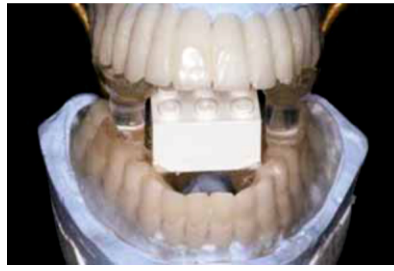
Рентгенографические шаблоны установленные на артикуляторе.
